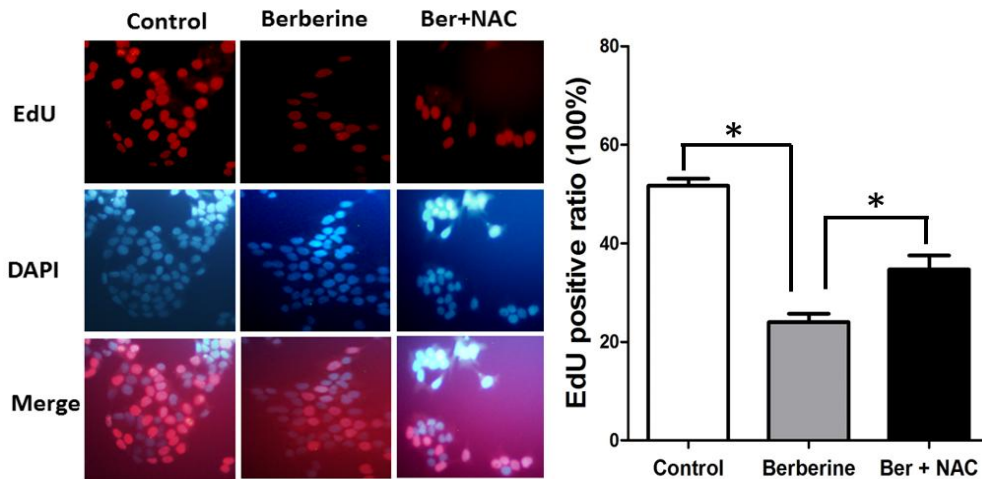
BR 抑制 BT-474<sup>LapR</sup> 的 DNA 复制能力依赖于 ROS 水平增加
